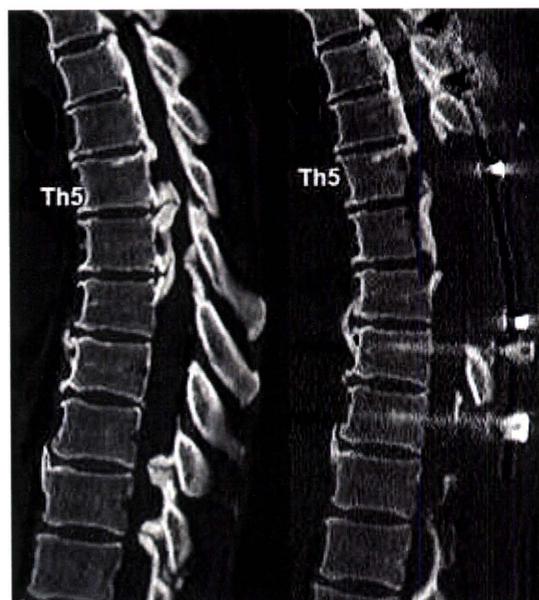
胸椎後弯の頂点にOPLLあり、下位胸椎にOLFを合併していた。T5-11の椎弓切除とT5-7の後方進入前方除圧、T3-L1の後方固定を行った。脊髓障害はJOAスコア1点から4点に改善した。術前後のCT矢状面横断面は骨化靱帯の前方浮上を示す。
